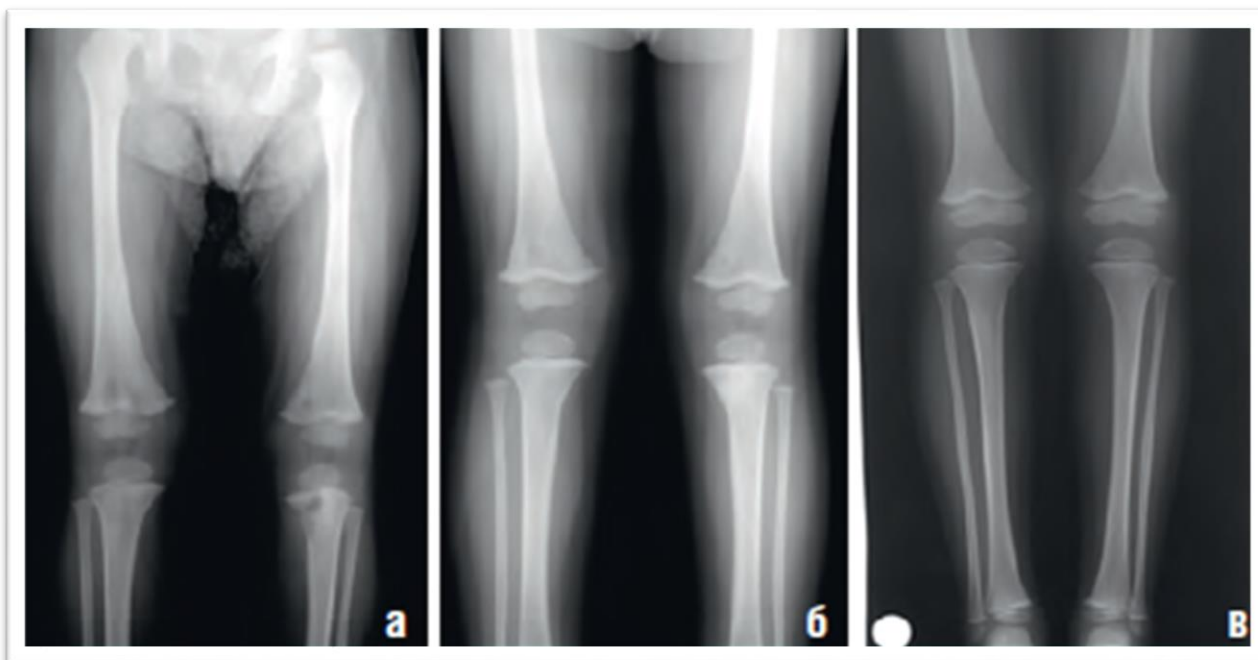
Рентгенографическое исследование длинных трубчатых костей нижних конечностей у ребенка 1 года 8 месяцев с ранним врожденным сифилисом в динамике: а) до лечения, очаги деструкции костной ткани в области дистальных метафизов бедренных костей, проксимальных метафизов большеберцовых костей, серологические тесты: РМП 4+ титр 1/128, ИФА IgM 4+, IgG 4+, РПГА 4+; б) через полтора месяца, исход гуммозного специфического процесса проксимального метафиза левой большеберцовой кости, признаки специфического поражения скелета, серологические тесты: РМП 4+ титр 1/16, ИФА IgM 2+, IgG 4+, РПГА 4+; в) через 3 года, остаточные изменения после перенесенной инфекции, посттерапевтические изменения, серологические тесты: РМП -, ИФА IgG 3+, IgM-, РИФ 4+.
